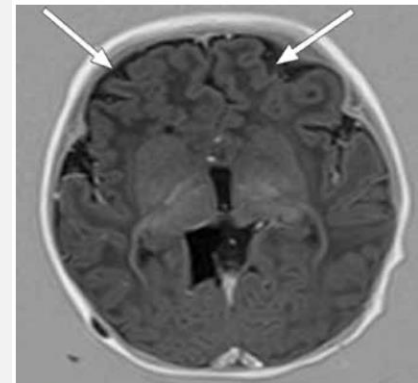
Axial inversion recovery MR image shows multiple small gyri (polymicrogiria) in the bilateral frontal lobes (arrows).
